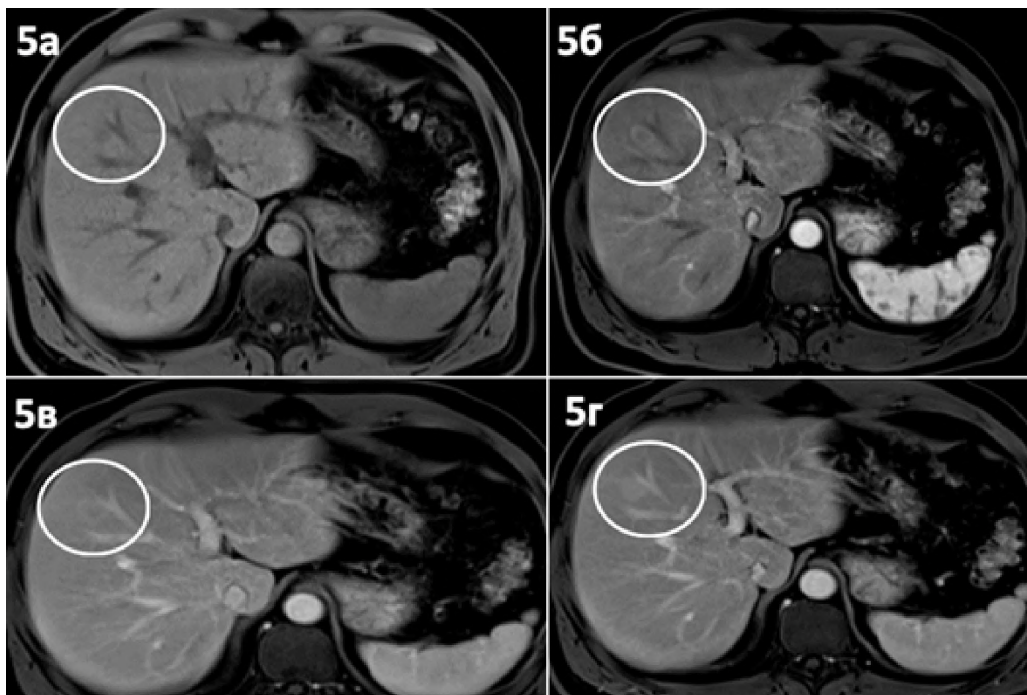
МРТ, фазы динамического контрастирования (зона интереса обведена): а — T1-vibe dixon, нативная фаза сканирования; б — артериальная фаза; в — венозная фаза; г — отсроченная фаза
